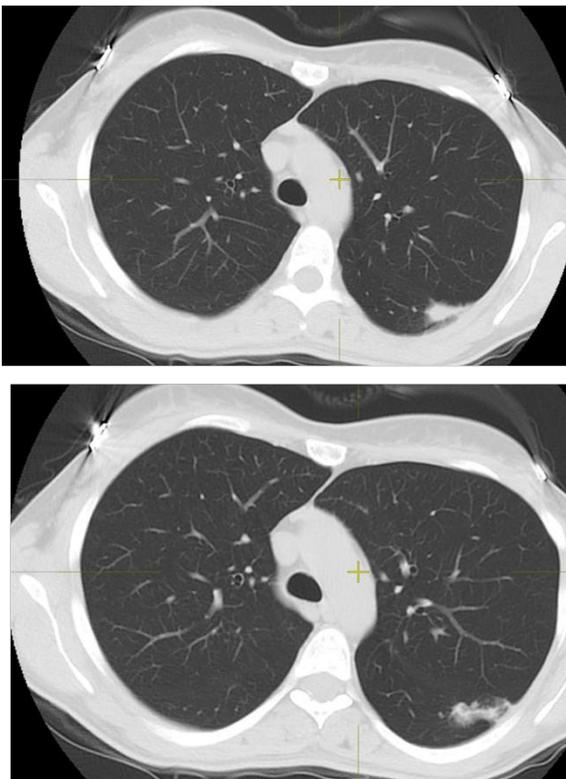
МСКТ ОГК пациентки Н. от 10.06.2024 г. (слева) и от 25.10.2024 г. (справа)
